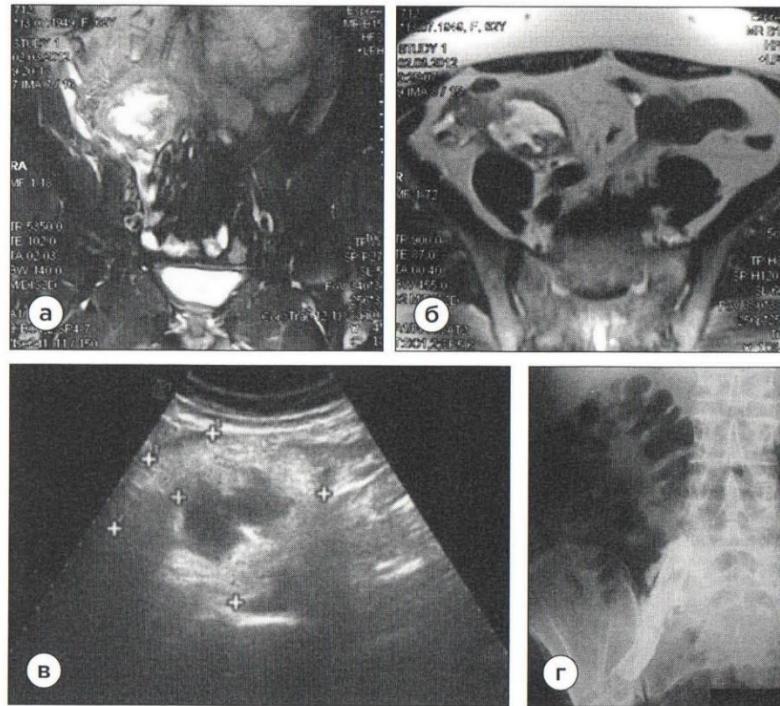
Латеральный аппендикулярный абсцесс: а, б — МРТ; в — УЗИ; г — фистулография на 6-е сутки после вскрытия и дренирования абсцесса.
